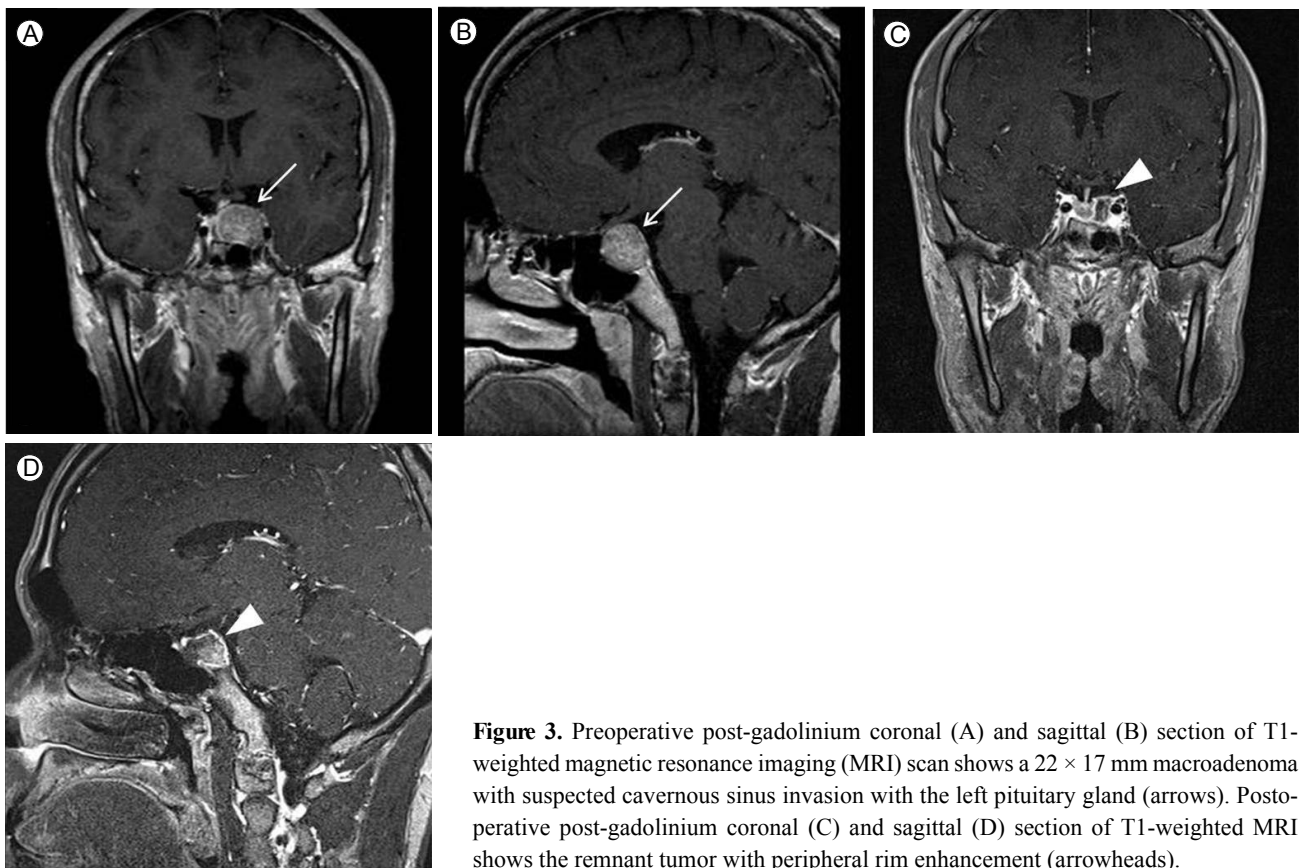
Preoperative post-gadolinium coronal (A) and sagittal (B) section of T1-weighted magnetic resonance imaging (MRI) scan shows a 22 × 17 mm macroadenoma with suspected cavernous sinus invasion with the left pituitary gland (arrows). Postoperative post-gadolinium coronal (C) and sagittal (D) section of T1-weighted MRI shows the remnant tumor with peripheral rim enhancement (arrowheads).
